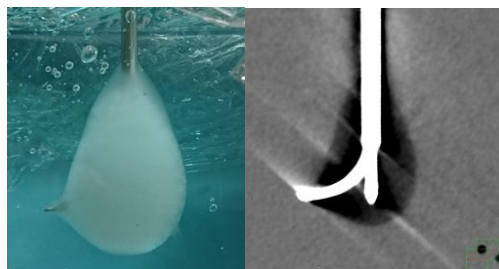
エコーゼリーファントム内のIce ball
